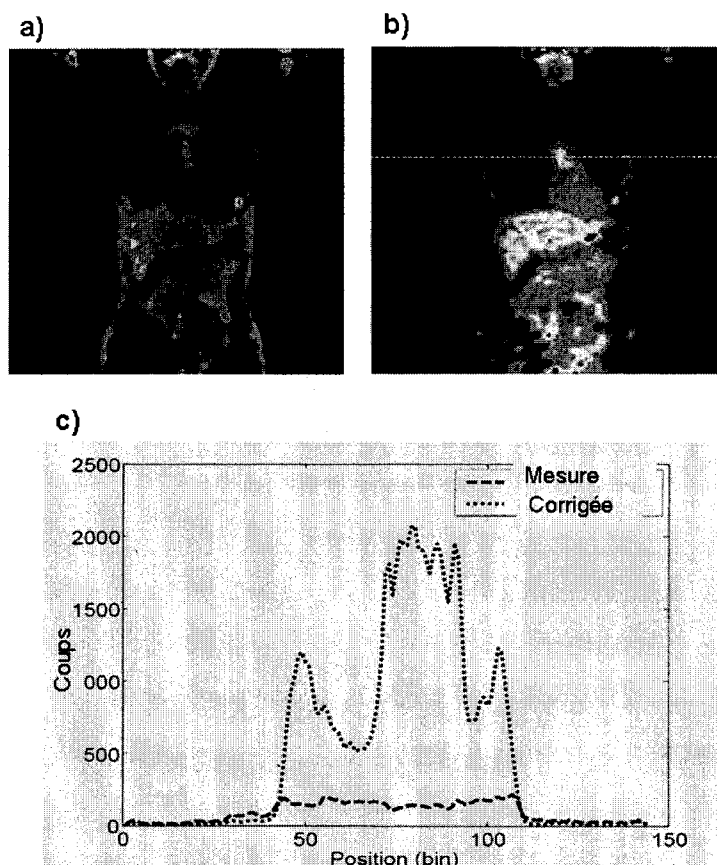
a) Image d'émission TEP mesurée avec le ^{18}F -fluorodéoxyglucose (FDG) d'une section coronale du corps entier humain non corrigée pour l'atténué et le diffusé, et b) la même image corrigée pour l'atténué et le diffusé. c) Les profils d'intensité tracés sur les images non corrigée et corrigée selon la ligne indiquée en b) font apparaître le gain en comptes qu'on obtient après correction de l'atténué. Extrait de BENTOURKIA et al., 2002.
